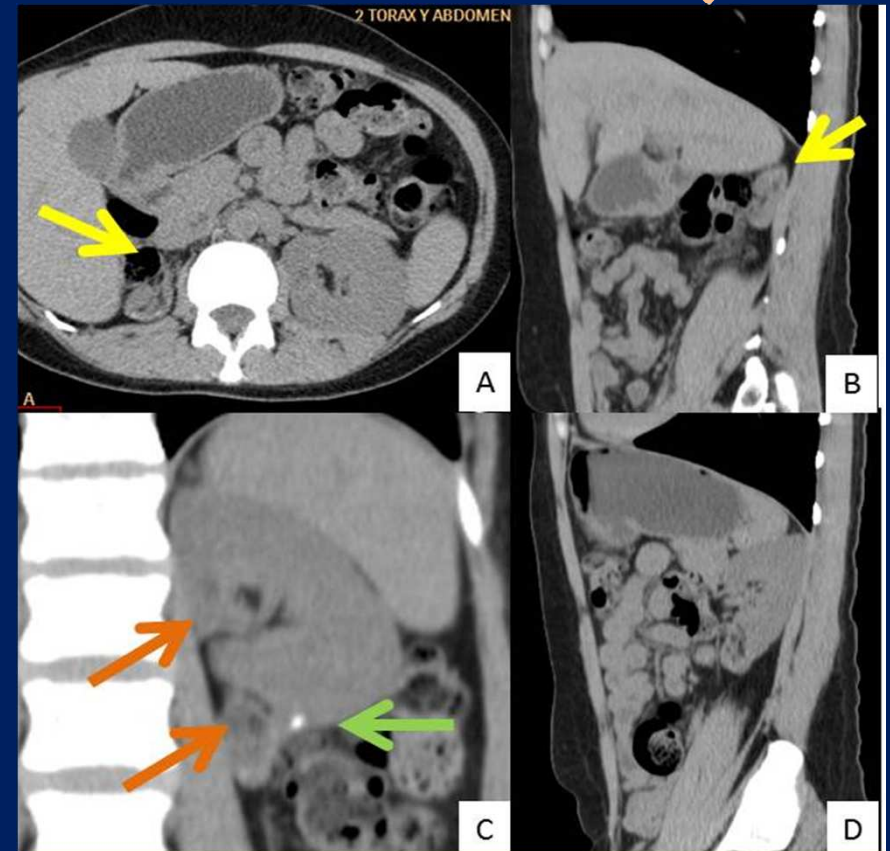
Riñón derecho (flecha amarilla) de ubicación habitual, de aspecto hipoplásico en su corte de TCMS corte axial (A) y sagital (B). Corte coronal ampliado de TC (C)riñón izquierdo de aspecto supernumerario con sistemas excretores independientes (flecha naranja) e hipertrofia del riñón superior con hipoplasia del riñón inferior. Litiasis menor a 5 mm (flecha verde) en grupo calicial inferior del riñón superior.
